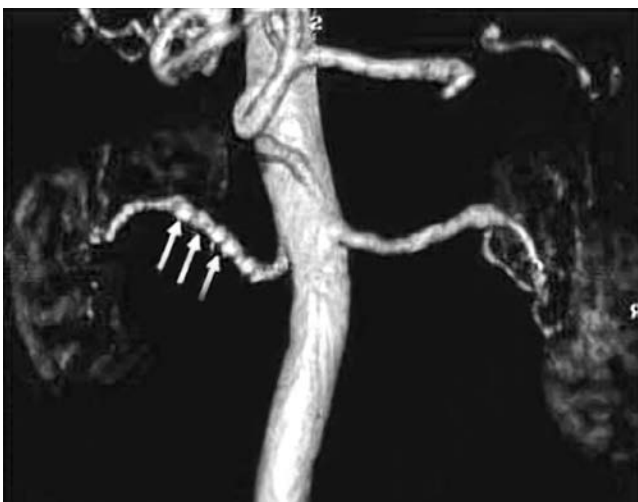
Angiografía por resonancia magnética de aorta abdominal que revela la presencia de displasia fibromuscular de la arteria renal izquierda (*flechas*).
